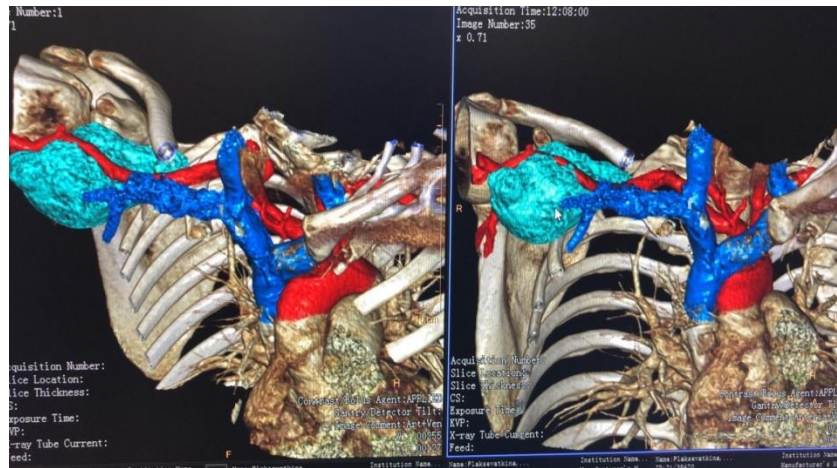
3D-модель, реконструированная по данным КТ/МРТ
